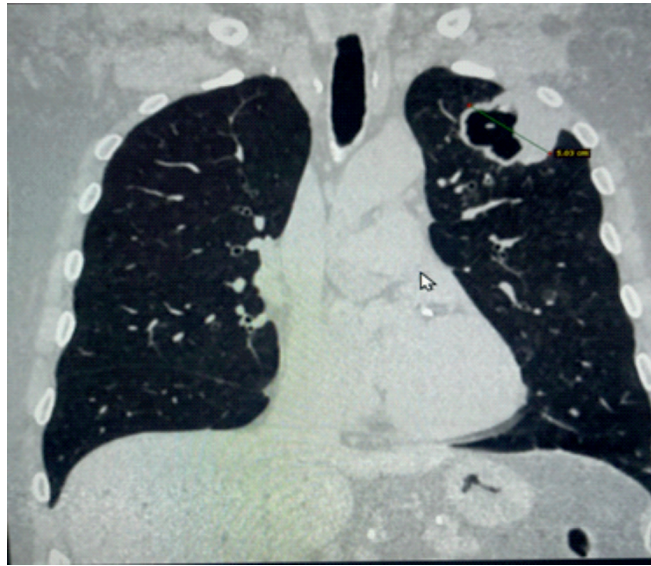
Данные компьютерной томографии пациента А
